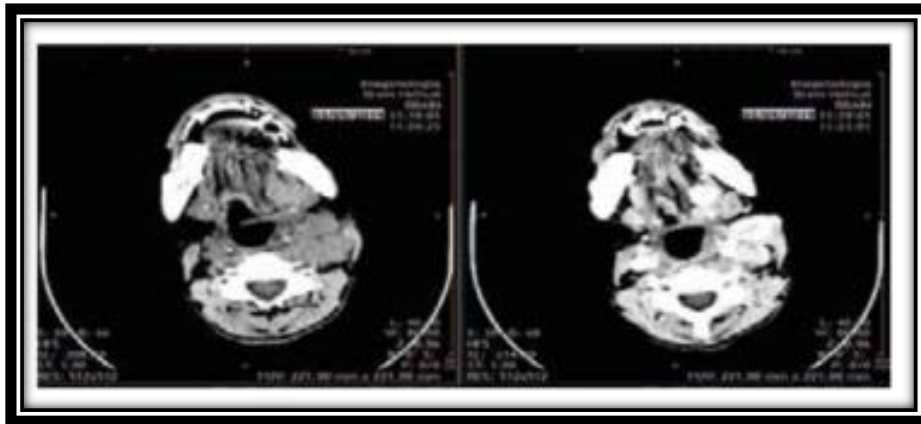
y 21 Fuente: Zembrano, I., et al. Tomografía computarizada simple y contrastada en el carcinoma epidermoide de lengua: Instituto Nacional Oncología y Radiobiología. Rev med panacea. 2020.
